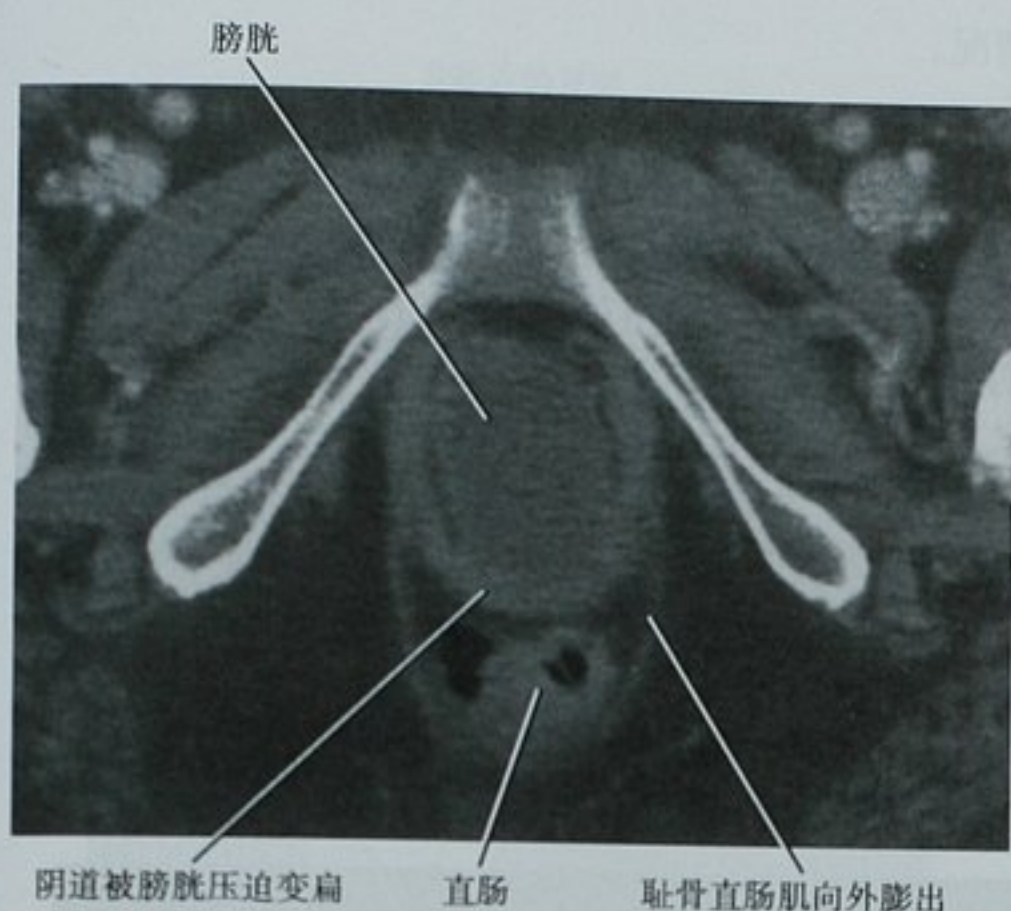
CT 扫描意外发现的盆底松弛。因腹痛而行增强 CT 检查,耻骨联合水平的横断面图像显示膀胱(提示膀胱膨出)和直肠(提示直肠前凸)。比较图 21-3 显示的正常会阴横断面解剖
